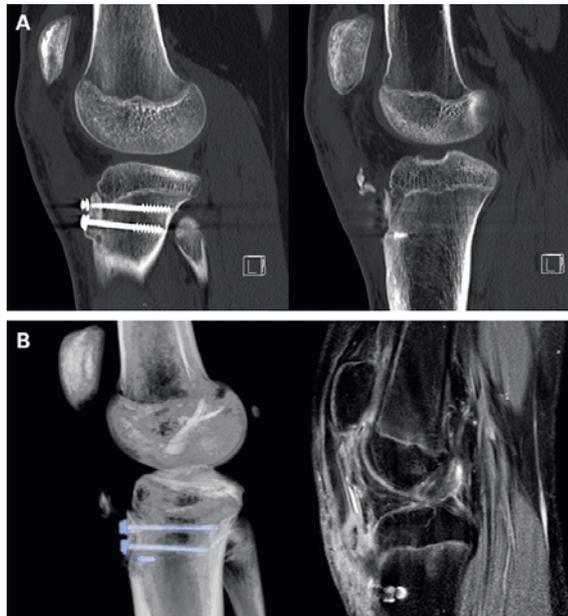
Diagnostic complémentaire par TDM et IRM.
